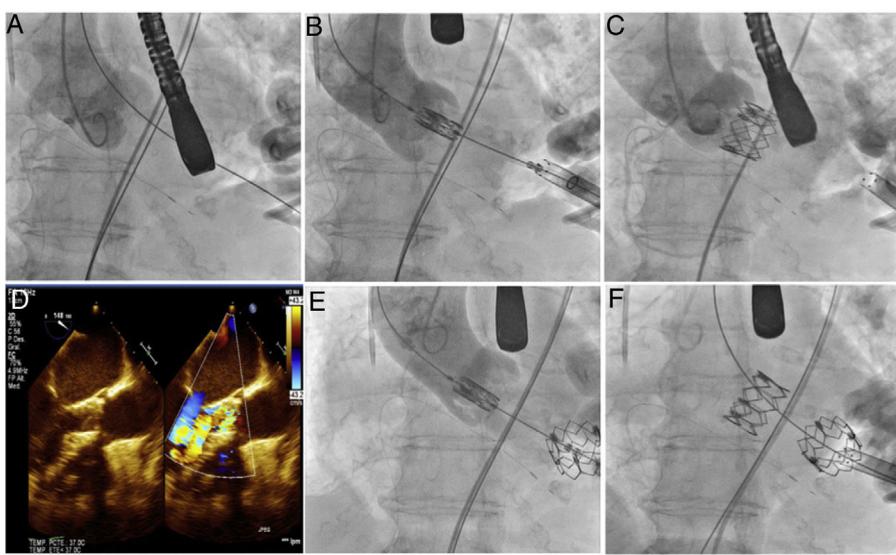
A. Aortografía comprobándose el paso de la guía de trabajo a la aorta ascendente. B y C. Localización y despliegue de la prótesis. D. Imagen de ecocardiograma transesofágico que muestra insuficiencia aórtica severa. E y F. Implante de la segunda prótesis observándose la primera en la cavidad ventricular.
